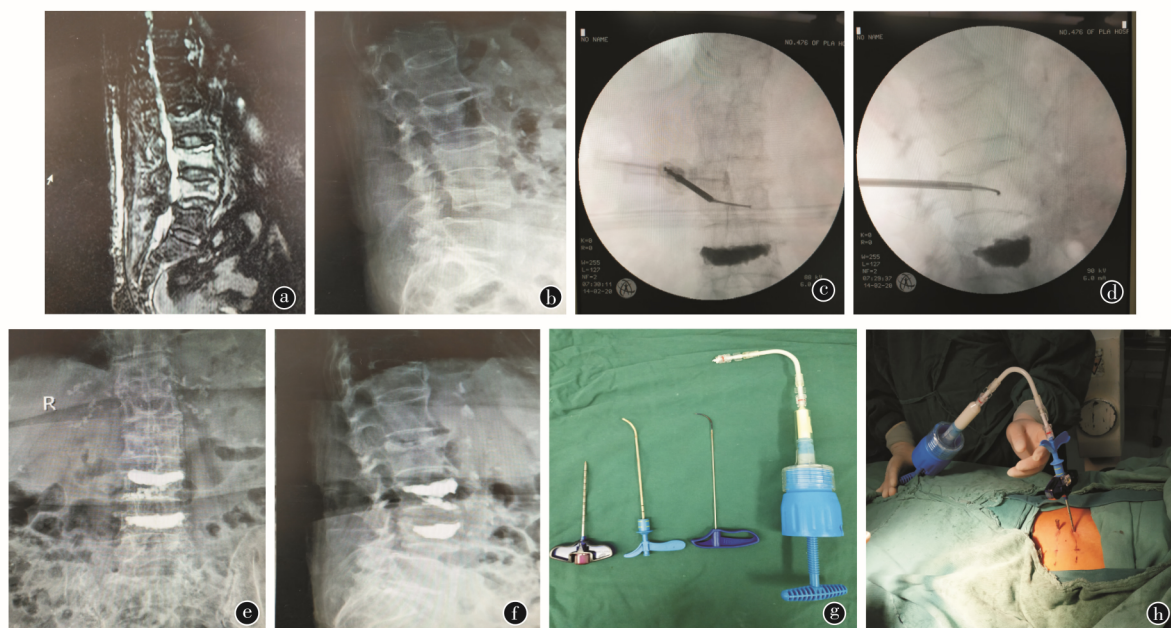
患者女性,74 岁,摔倒致伤 L_{3,4} 椎体压缩性骨折。入院第 3 天局麻下行弯角穿刺针加液压注射 PVP 治疗椎体压缩骨折。a.L_{3,4} 椎体骨折 MRI; b.L_{3,4} 椎体骨折侧位 X 线片; c.术中可弯角穿刺针正位 X 线片; d.术中可弯角穿刺针侧位 X 线片; e.可弯角穿刺针正位 X 线片; f.可弯角穿刺针侧位 X 线片; g.可弯角穿刺针及液压注射; h.骨水泥液压注射注入
